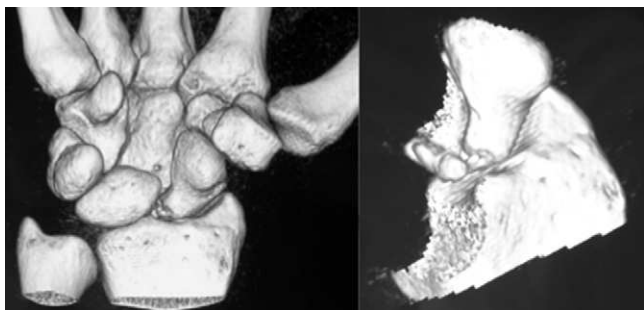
Imagen de TC con reconstrucción tridimensional.
